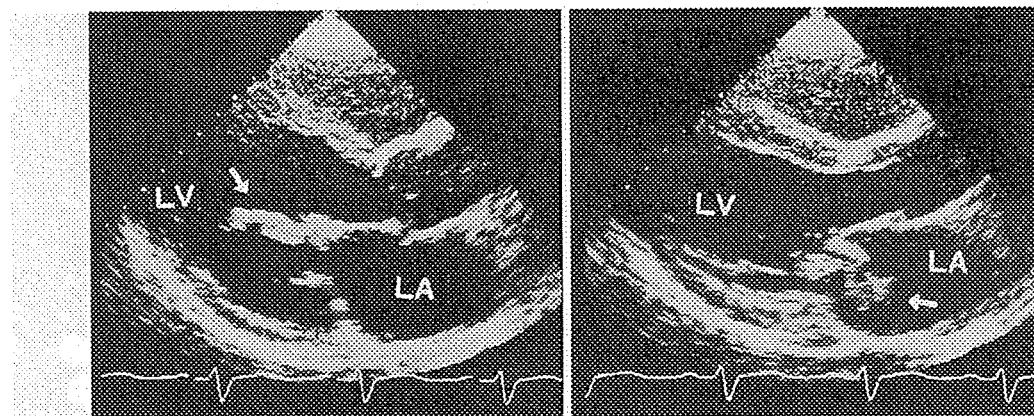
感染性心内膜炎（僧帽弁疣篤）の心エコー図（左室長軸像）
